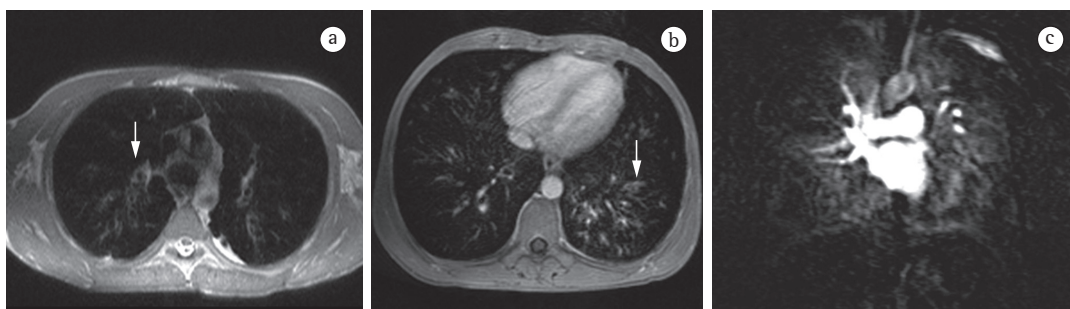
Em A e B, sequência de ressonância magnética axial gradiente eco ponderada em T1 (exame volumétrico intercalado com pausa respiratória), com resolução isotrópica de 1 mm, mostrando bronquiectasia com impactação mucoide (setas). Em C, ressonância magnética de perfusão pulmonar mostrando múltiplos defeitos de perfusão.
